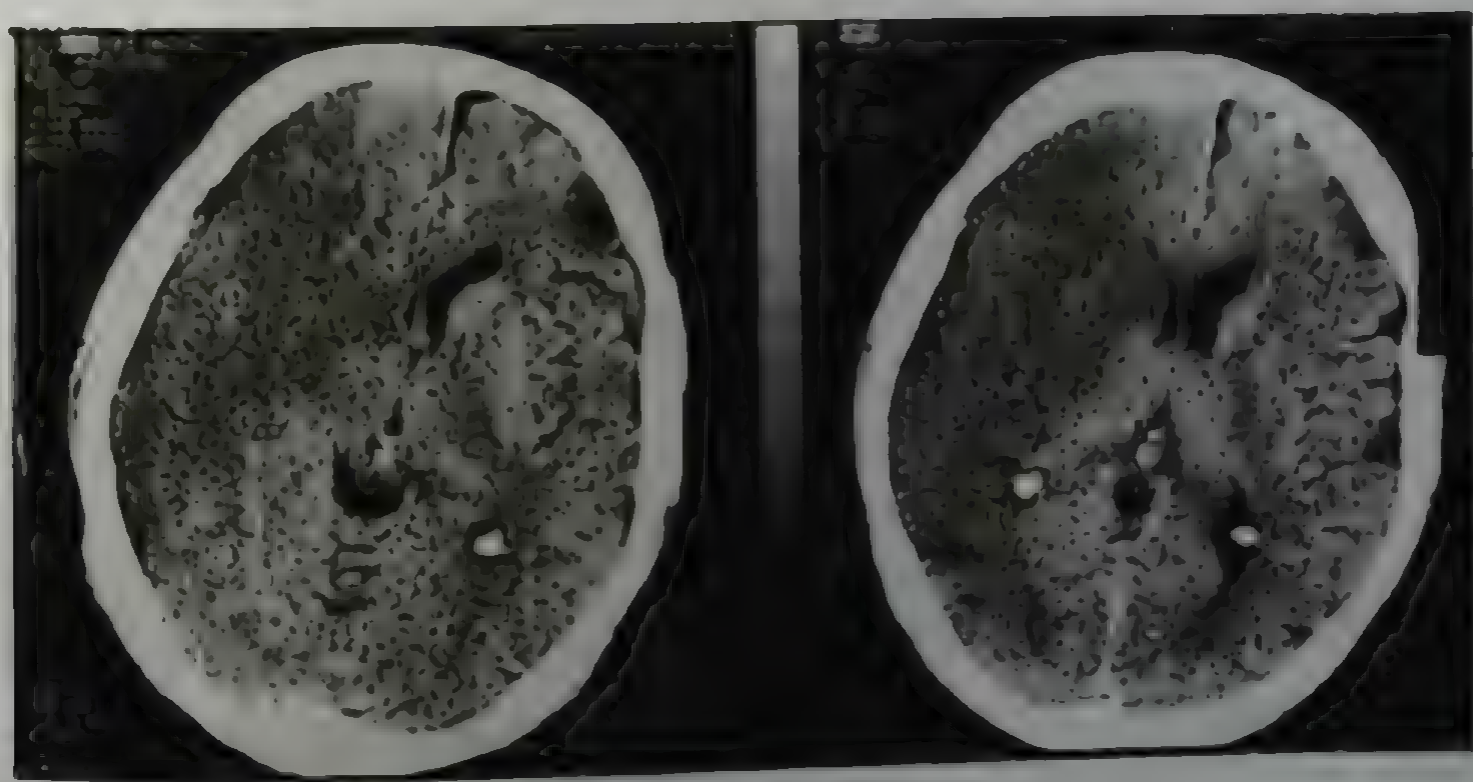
Компьютерные томограммы головного мозга. Острый инфаркт в правом полушарии большого мозга (в бассейне правой средней мозговой артерии). Цитотоксический отек, объемный эффект
